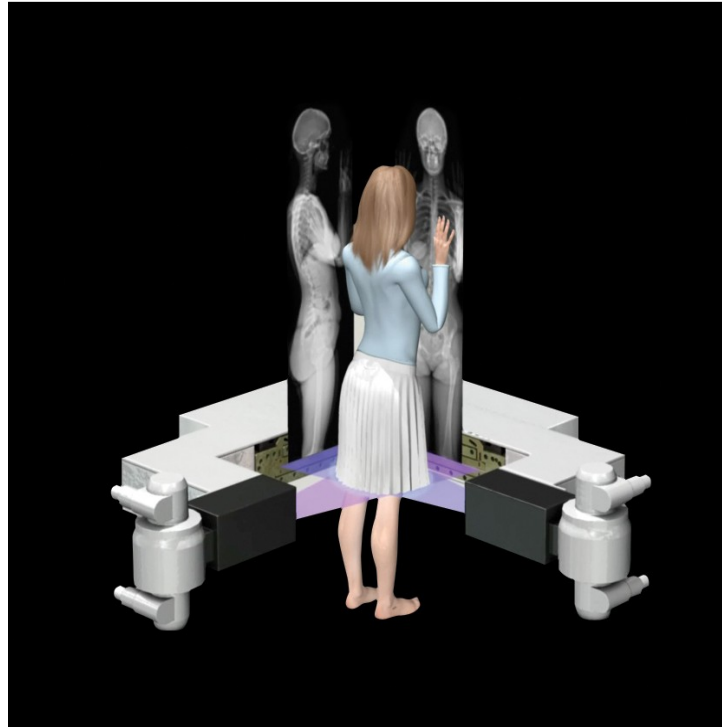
Représentation d'une patiente en position debout et les clichés radiographiques postéro-antérieur et latéral obtenus de façon simultanée par le système d'imagerie médicale EOS®. Source : www.eos-imaging.com, téléchargée le 04/03/2013.
